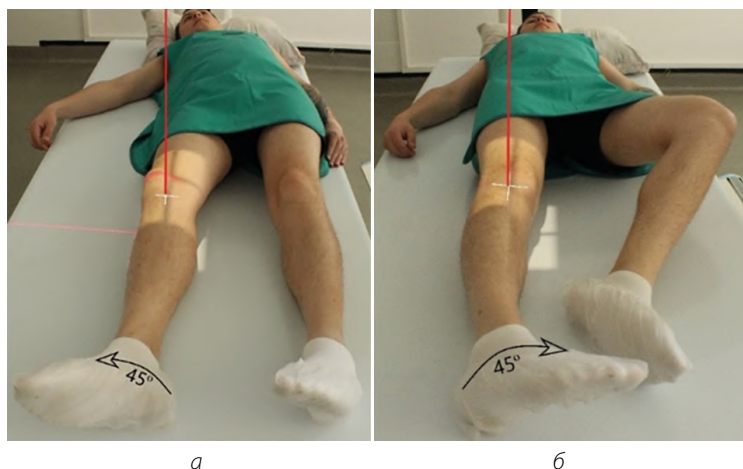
Рентгенография коленного сустава. Задняя косая проекция:
